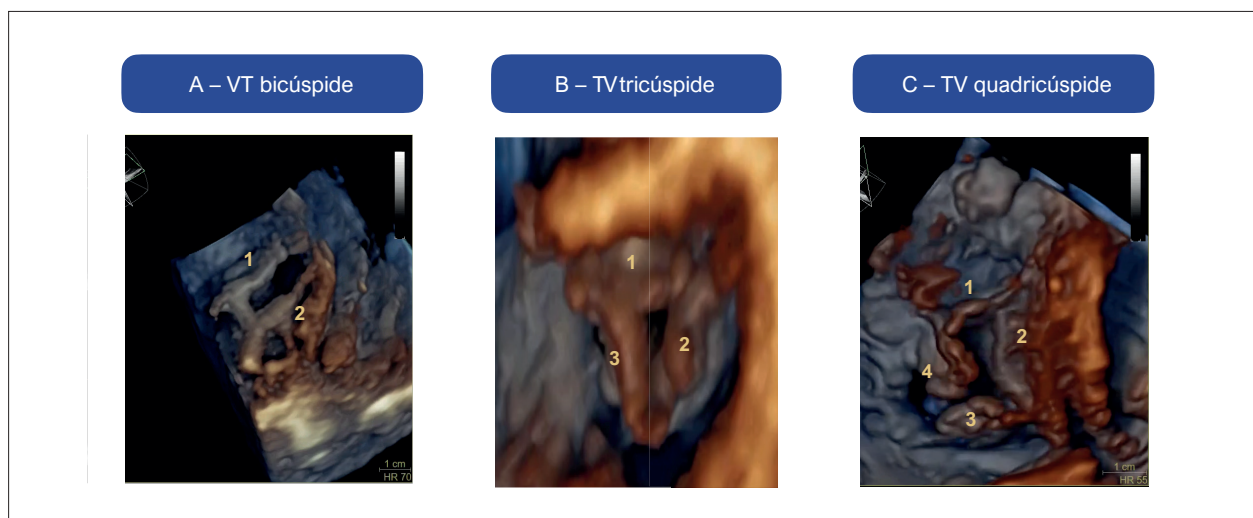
Variações anômicas de valvas tricúspides (VT) visualizadas por ecocardiografia 3D (perspectiva ventricular). Em A vemos o exemplo de uma TV bicúspide; em B uma TV tricúspide; e em C uma TV quadricúspide.
